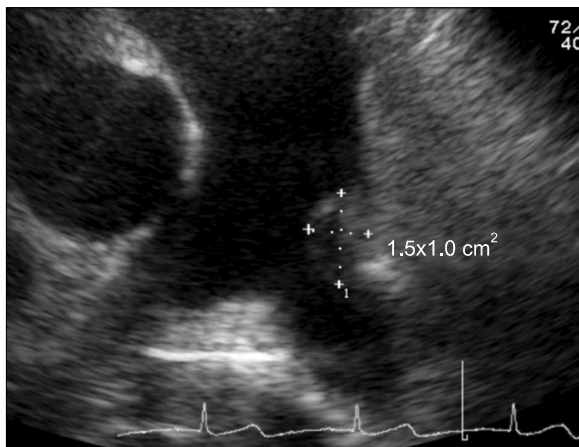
Transthoracic echocardiography finding. A 1.5×1.0 cm sized vegetation at left pulmonary artery is seen.
